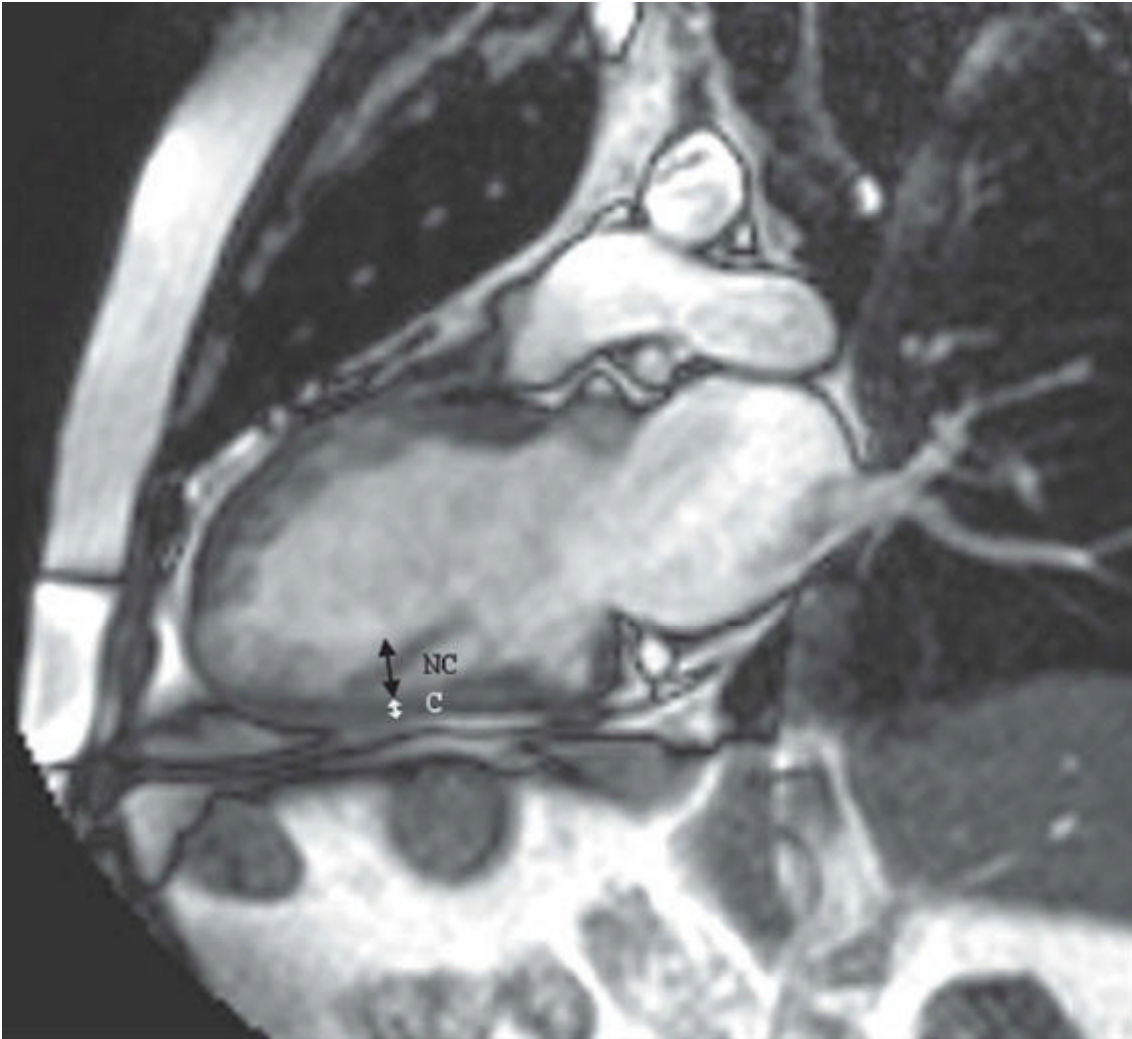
Imagen de una secuencia de cine RM en eje largo donde se observan las 2 capas del miocardio con la mayor *ratio* no compactado /compactado registrado en la cara inferior.
